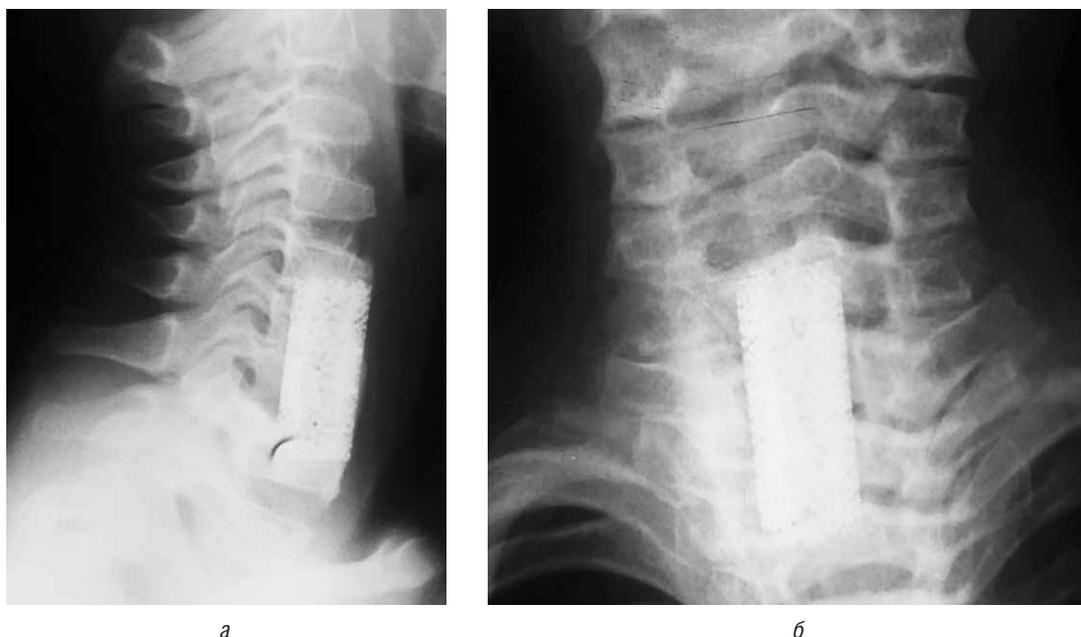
Пациент И., 3 года. Рентгенограммы шейного отдела позвоночника в прямой (а) и боковой (б) проекциях через 6 мес после операции
